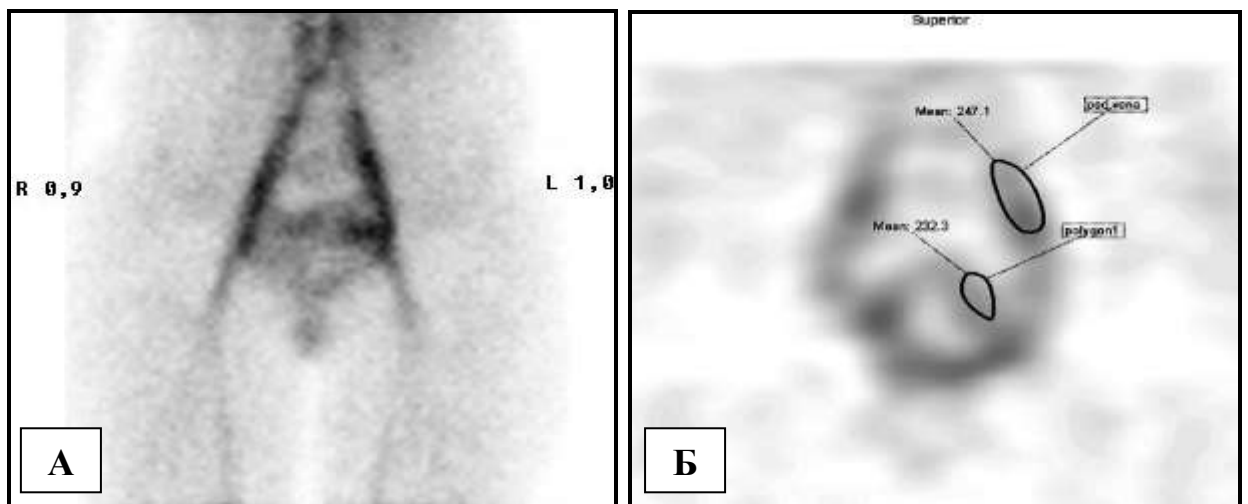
Радионуклидная томограмма пациентки с ВБТ: А – отображение коэффициента ТВП, рассчитанного интегрированной компьютерной программой: коэффициент ТВП справа = 0,9, коэффициент ТВП слева = 1,0. Б – подсчет среднего числа импульсов в области маточно-влагалищного сплетения (232,3) и в области левой ОПВ (247,1), коэффициент ТВП = 0,94.
